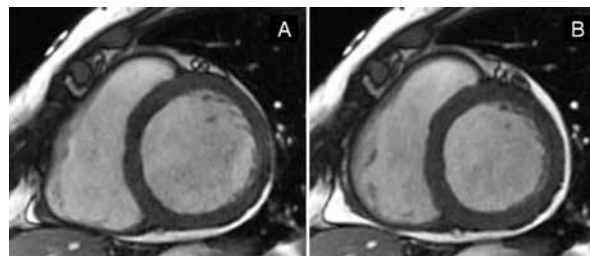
Imagens de cine-ressonância em eixo curto. Figura A corresponde à diástole máxima e B à sístole máxima. A dilatação é tão importante, associado à disfunção sistólica, que a diferença entre os diâmetros é mínima.
